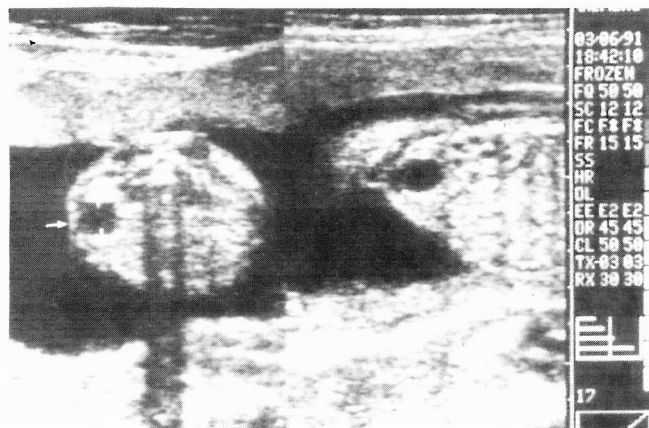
Ecografia pré-natal, às 23 semanas de gestação: formação intra-abdominal arredondada, anecogénica, de contornos bem definidos, com 12 mm de diâmetro.
